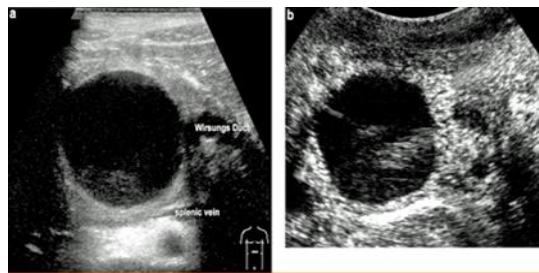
USG. Pseudochist pancreatic matur
